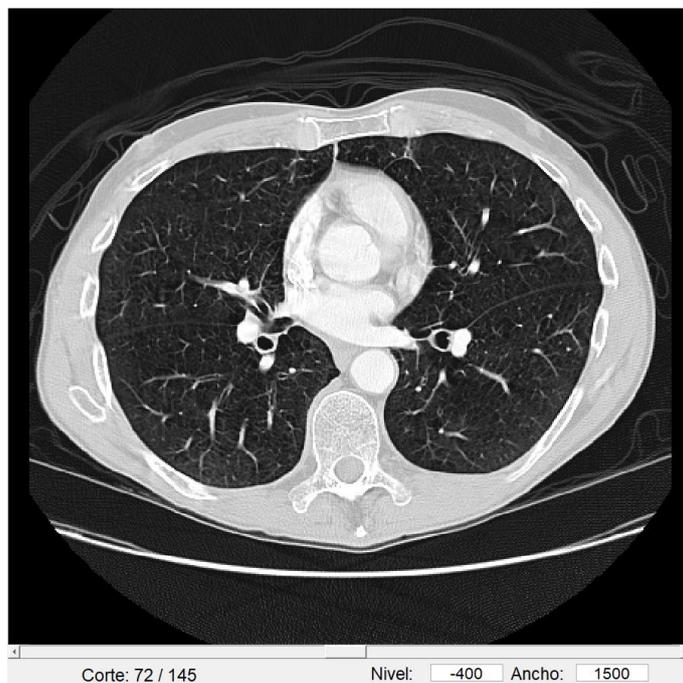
Vista del corte central de un estudio TC tras finalizar la importación
